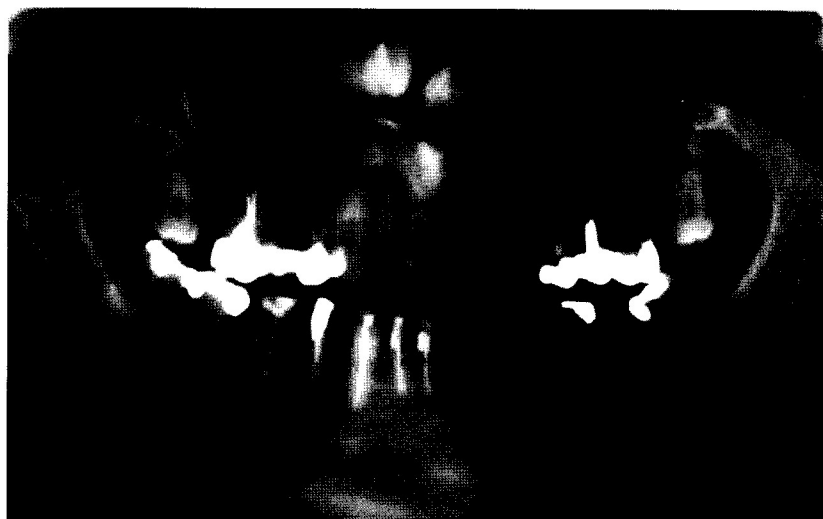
Radiografia panorâmica de controle com sinais de recidiva da lesão
